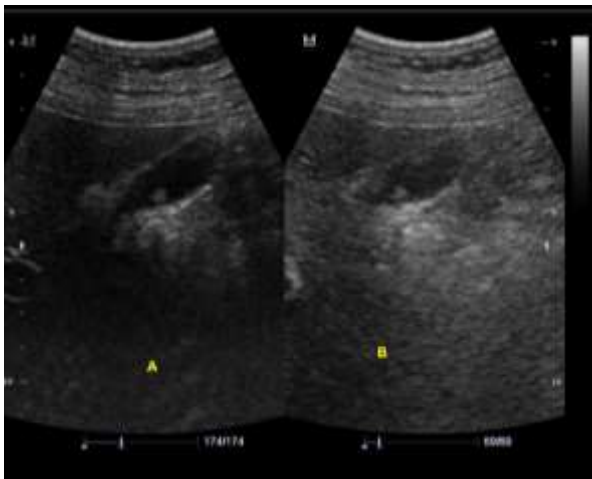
Hasil Citra USG KE THI
